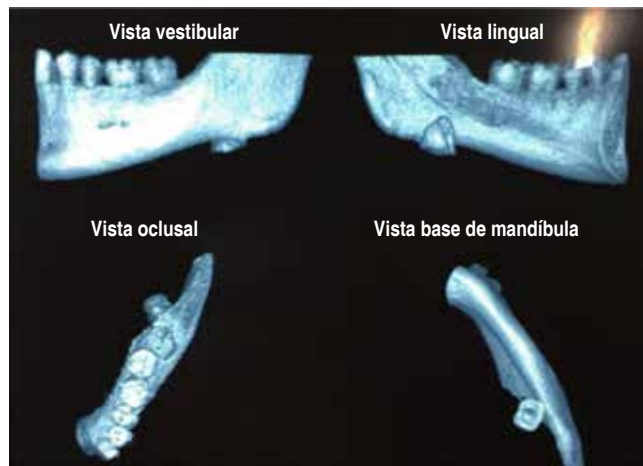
Tomografía computarizada 3D.
